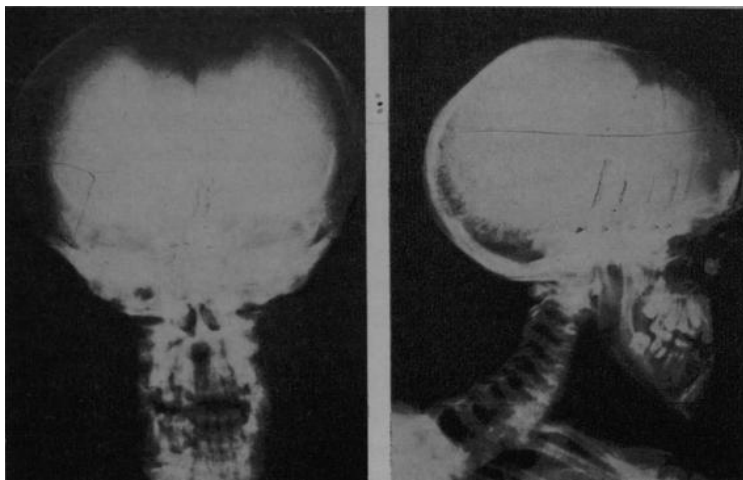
Radiografías anteroposterior y de perfil de cráneo, que muestra la fontanela anterior abierta en toda su longitud y las suturas frontotemporales y parietales diastásicas con múltiples huesos wormianos.
